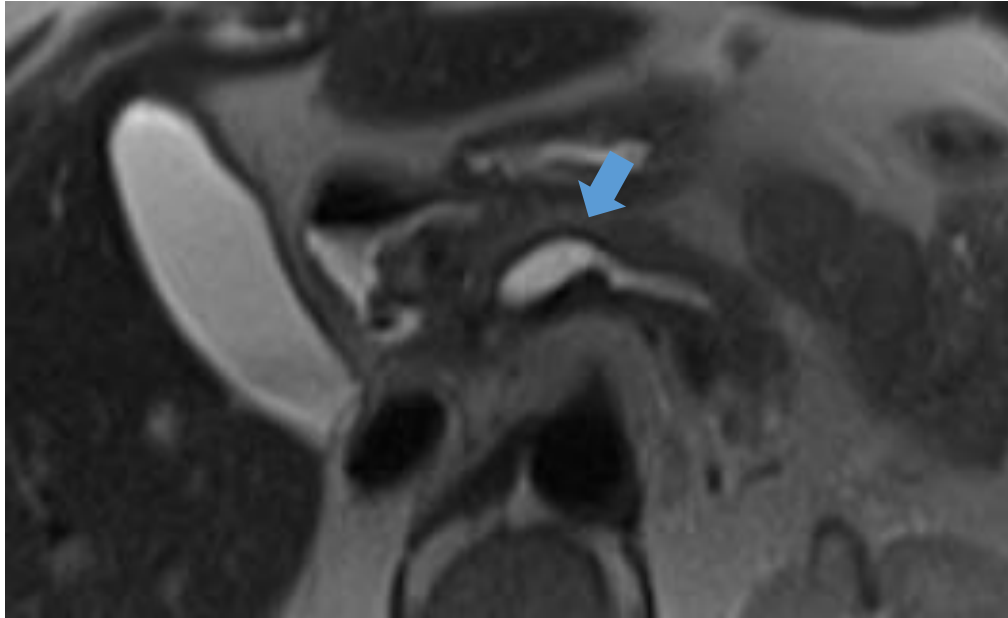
Imágenes de TC y RM que muestran dilatación del CPP (flechas azules) en 2 pacientes con diagnóstico de pancreatitis del surco.
